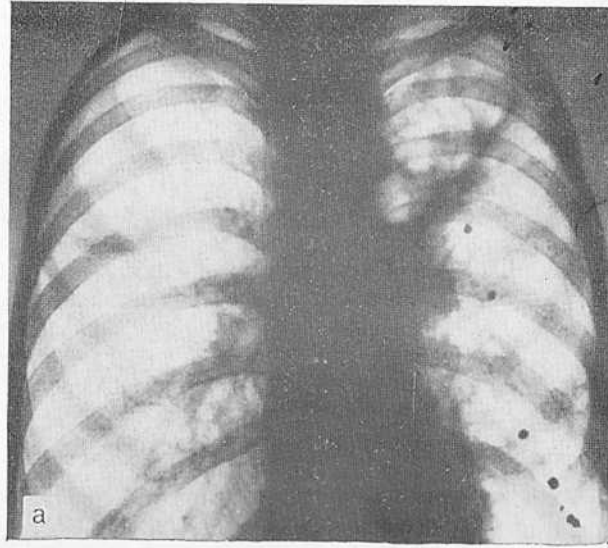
Рентгенограммы больного Т. до (а) и после (б) операции.
